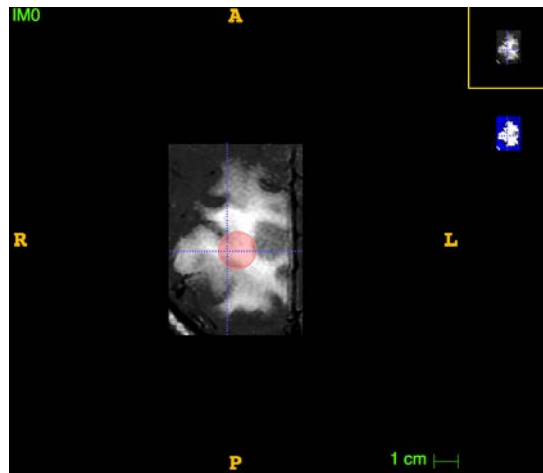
Exemple d’une initialisation avec un germe sur une IRM en pondération FLAIR du test.
